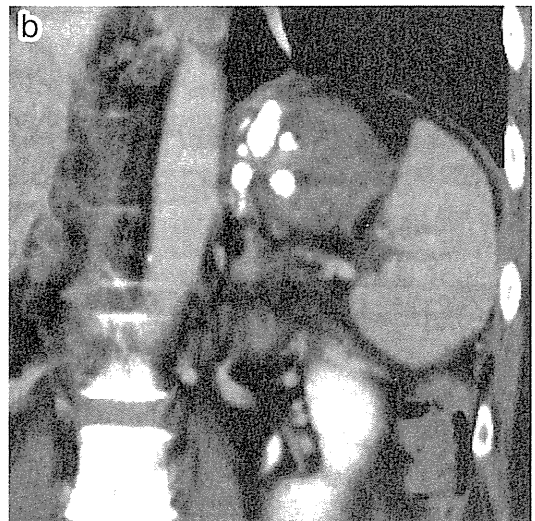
CA-EIS後Coronal CT-胃腎シャント内にLPD貯留
